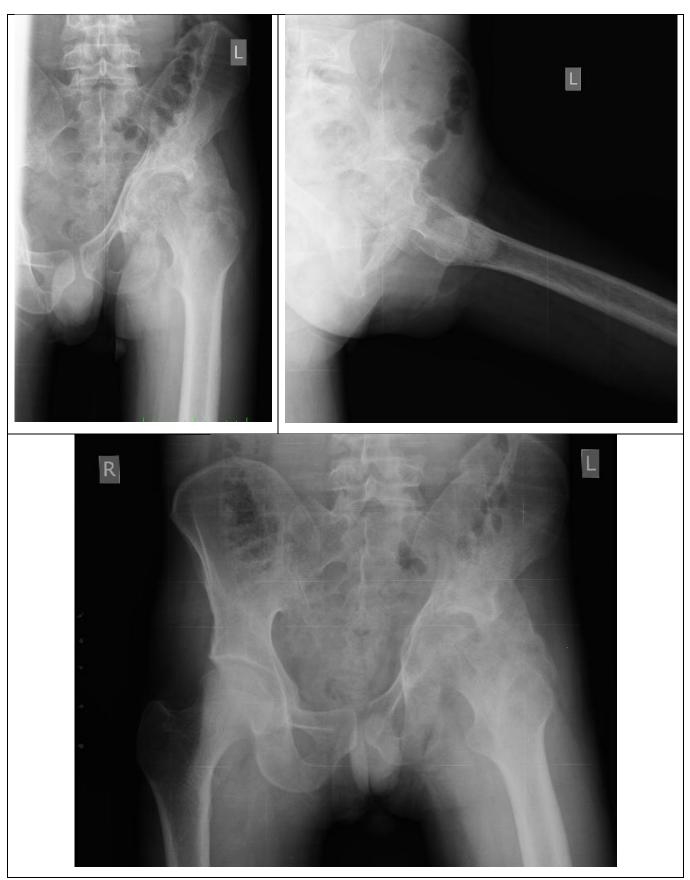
Рентгенограммы пациента перед оперативным вмешательством
